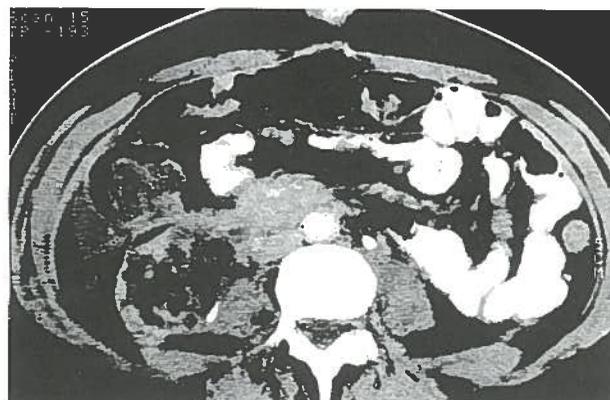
TAC abdominal - Volumosa lesão expansiva do polo inferior do rim direito, heterogénea, com importante componente de densidade negativa (gordura), infiltrando o psoas homolateral e com densificação da fascia pararenal anterior direita, traduzindo angiomiolipoma renal complicado de hemorragia.
